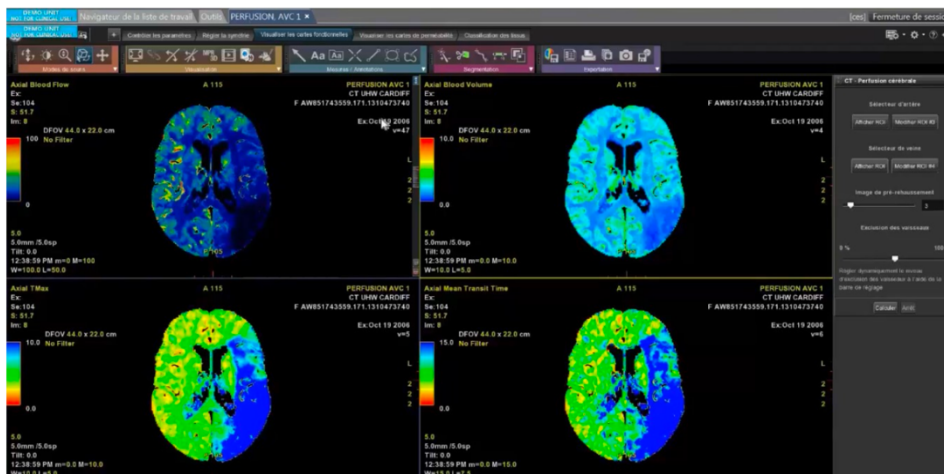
esempi di mappe elaborate tramite il software GE AW CT PERFUSION 4D.
